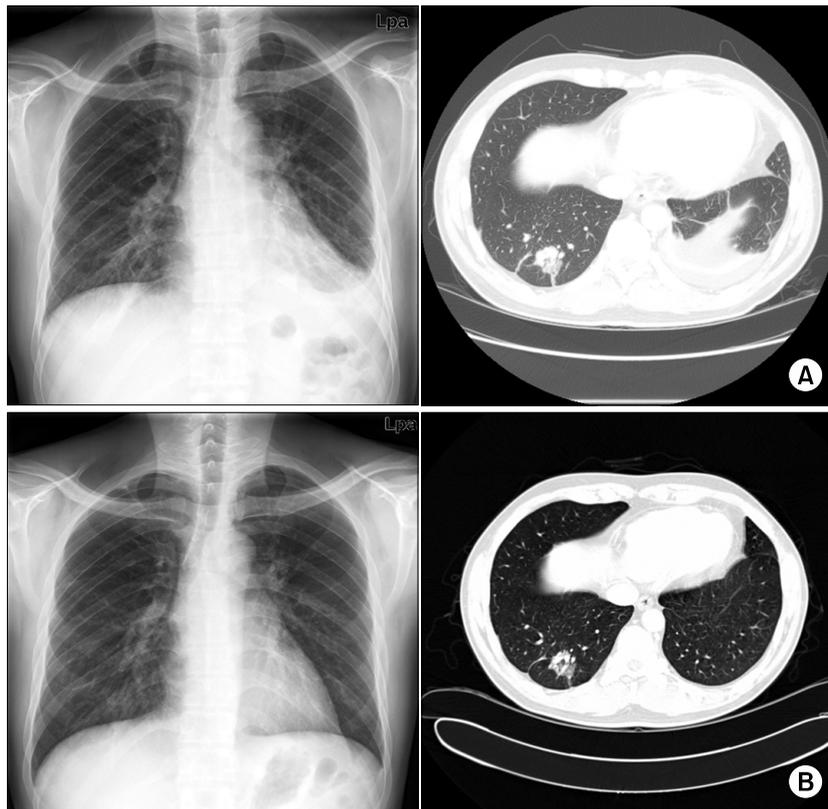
Chest PA and Chest CT on admission (A) and 2 months later (B) show 2.8 cm sized, spiculated GGO nodule with air-bronchogram in lateral basal segment of RLL. GGO: ground glass opacity, RLL: right lower lobe of lung.
